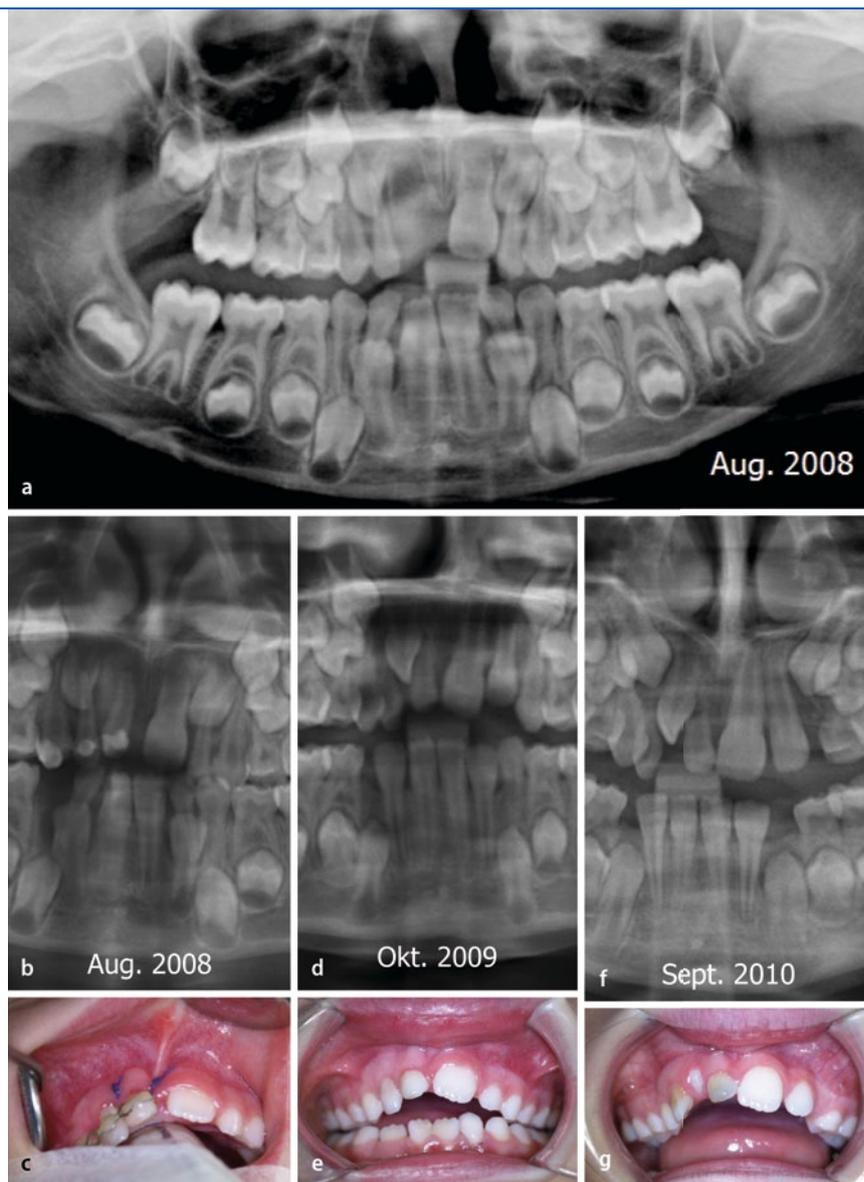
▲ 7-jährige Patientin nach Frontzahntrauma mit Verlust des Zahns 21 im Alter von 6 Jahren. Autogene Transplantation des Milchzahns 83 in Region 11. a Präoperatives Orthopantomogramm (Fremdaufnahme) 1 Jahr nach Zahnverlust. OPG und klinischer Befund nach autoTX: b,c nach 3 Wochen, d,e nach 1 Jahr, f,g nach 2 Jahren
